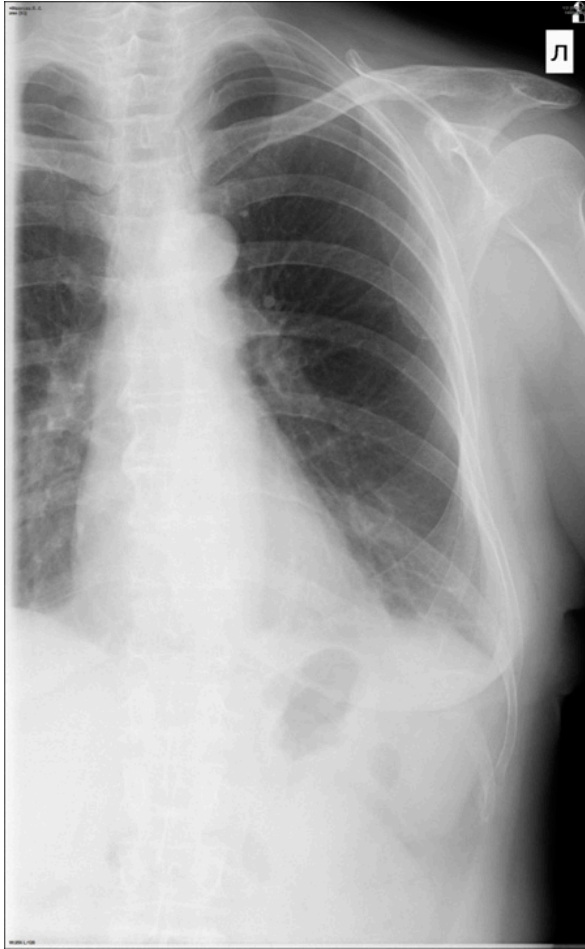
Прицельная рентгенография грудной клетки
